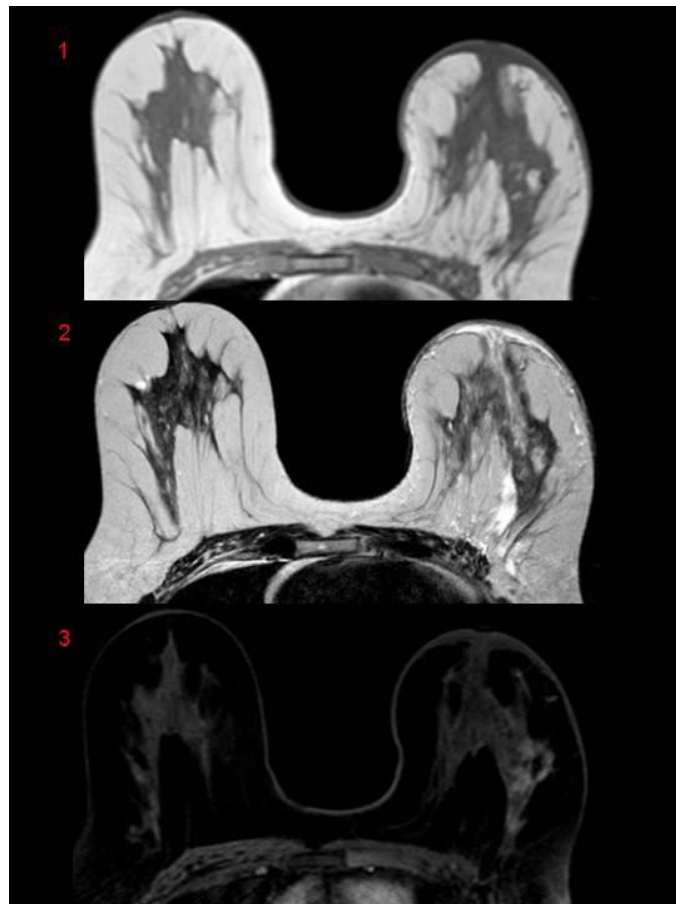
Protocol d'estudi de la RM de mama en seqüències T1, T2 i T1 dinàmic en saturació greix després de l'administració de contrast ev, totes tres en el pla axial.
